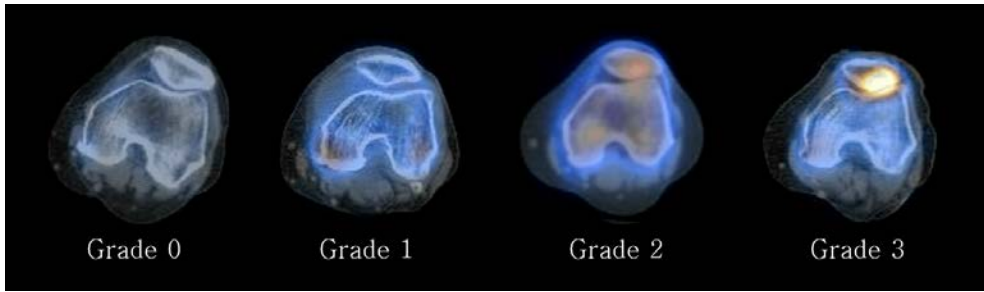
SPECT/CT uptake grading system for patella-femoral joint (patella grades are shown in this picture).
